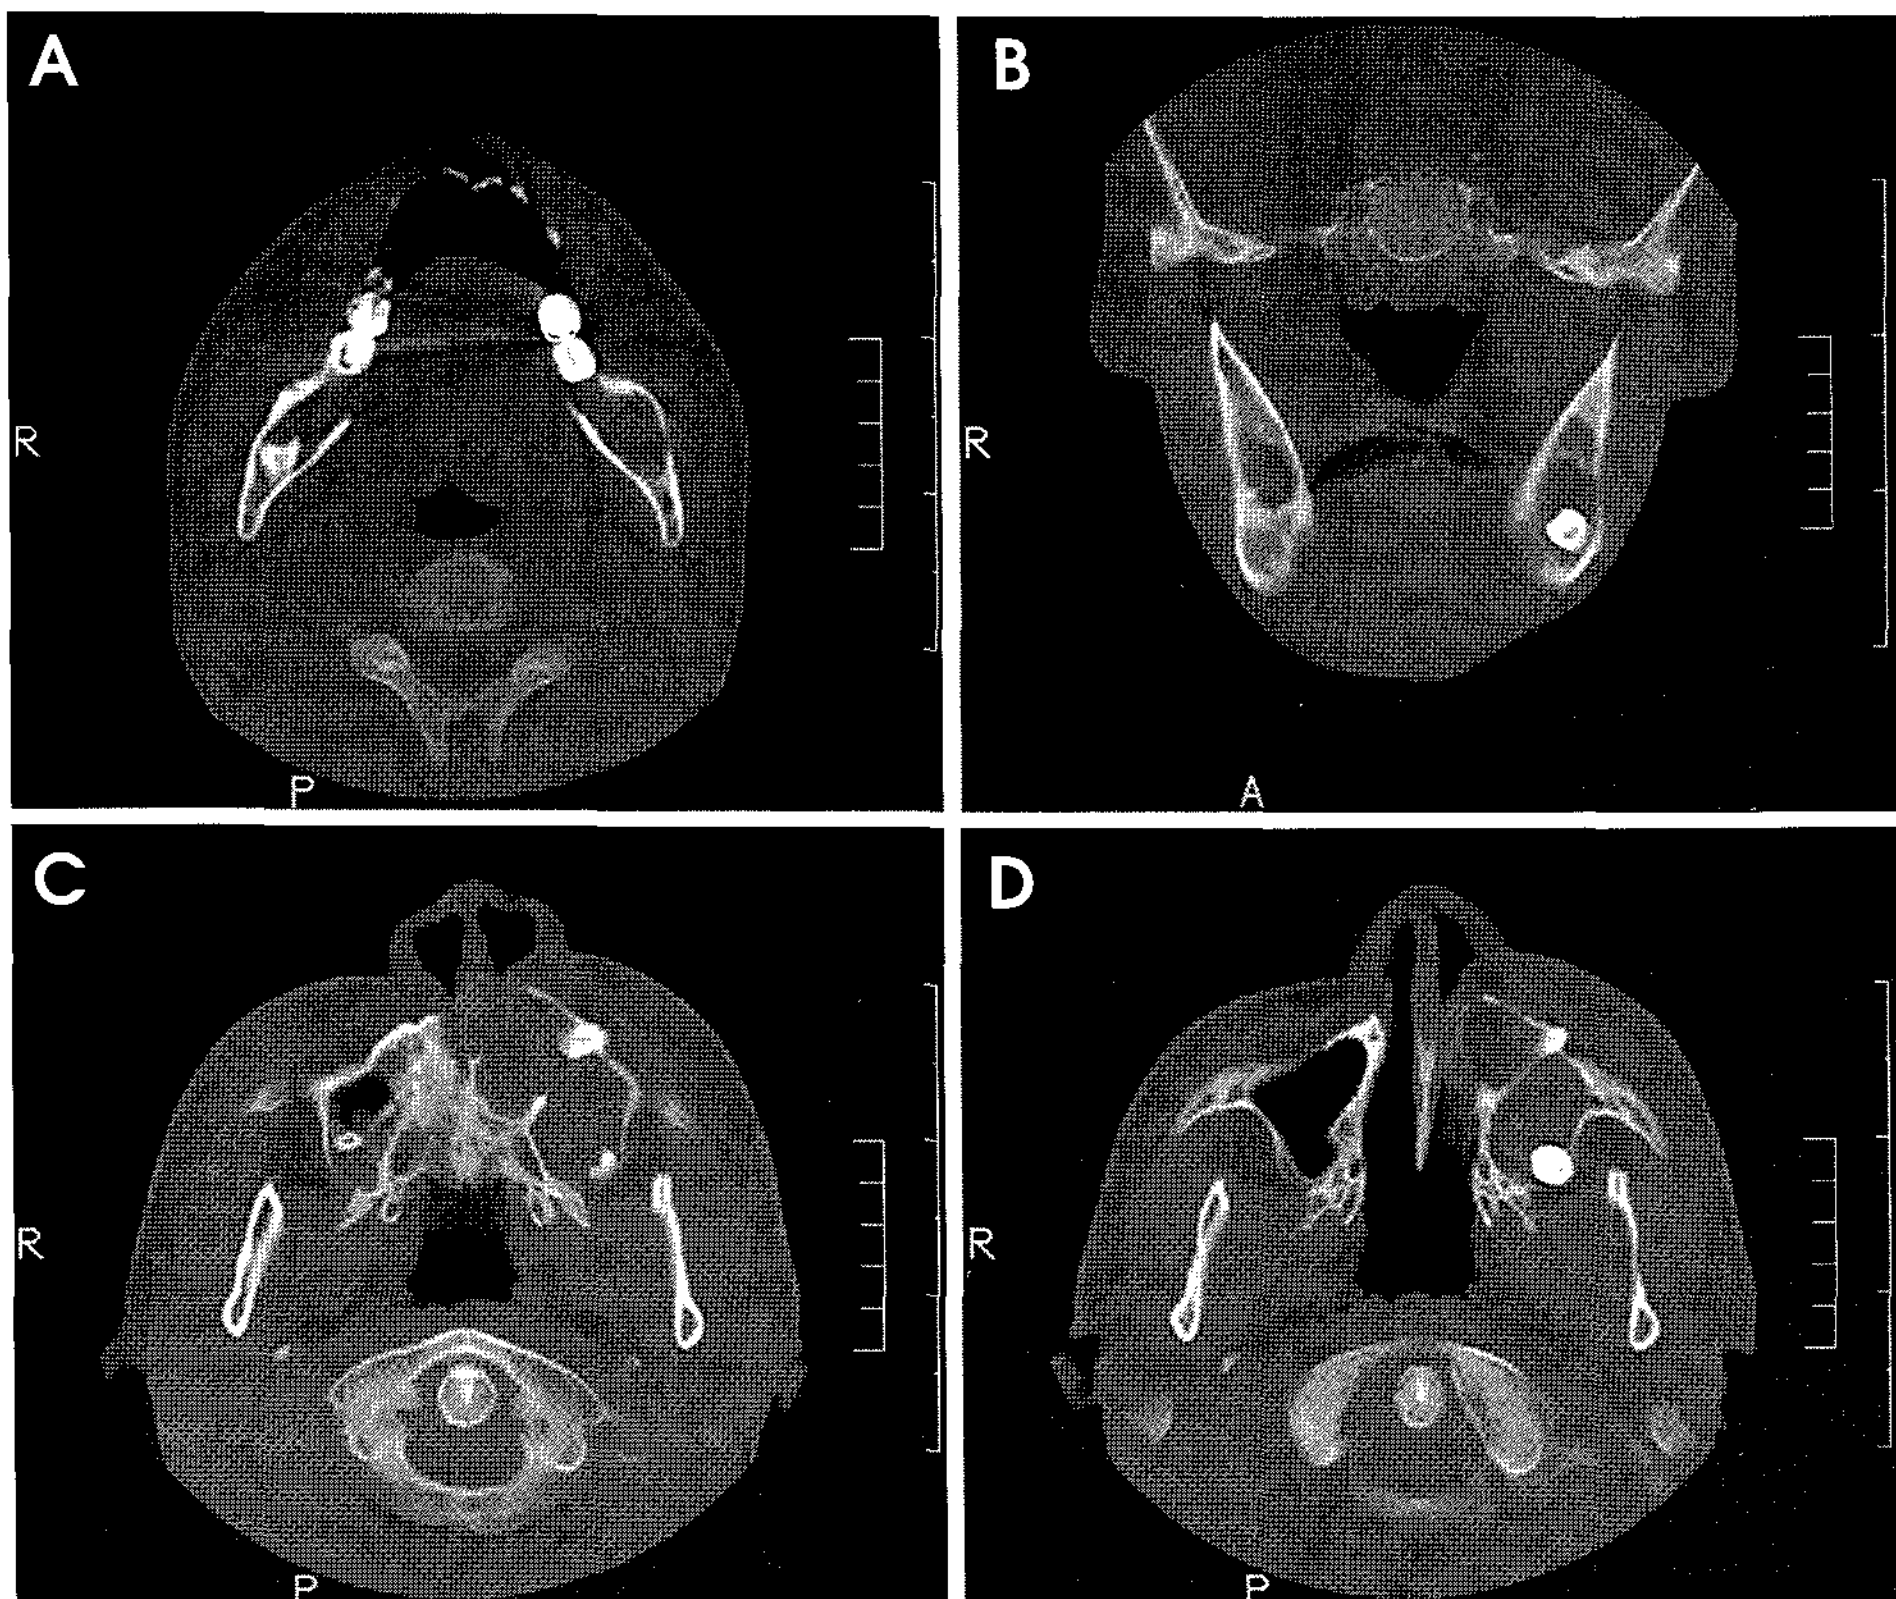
Axial (A, C, D) and coronal (B) CT scans showing odontogenic keratocysts, containing the teeth #23, 28, 38 and #48, respectively.
